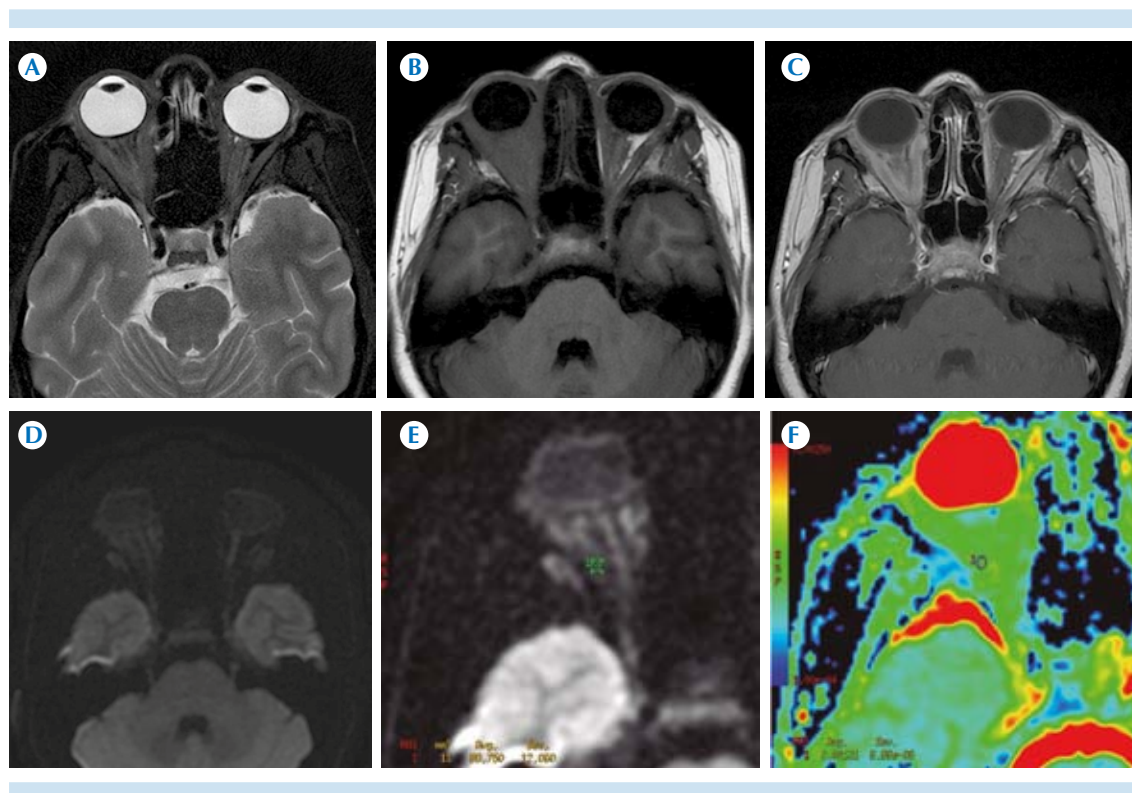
Seudotumor orbitario bilateral secundario a granulomatosis con poliangitis. A) Secuencia T2 axial: grasa estriada que afecta tanto la grasa intra- como extraconal de la órbita derecha; así como la grasa intraconal del polo nasal del lado izquierdo. B) Secuencia T1 axial simple: ocupación de la órbita derecha y de la grasa intraconal del polo nasal izquierdo por tejidos blandos, hipointensa en fase simple. C) Secuencia T1 axial contrastada: realce anómalo en la grasa intraconal de la órbita derecha, así como de ambos músculos rectos mediales y recto lateral derecho en relación con pseudotumor orbitario. D) Secuencia DWI axial: ambas lesiones en las órbitas no muestran restricción a la difusión. E) Mapa de coeficiente de atenuación: los valores obtenidos por el coeficiente de atenuación oscilaron entre 1.22 y $1.28 \text{ mm}^2 \times 10^{-3}/\text{s}$, lo que sugiere benignidad. F) Mapa de colores en el posproceso del coeficiente de atenuación de difusión.
